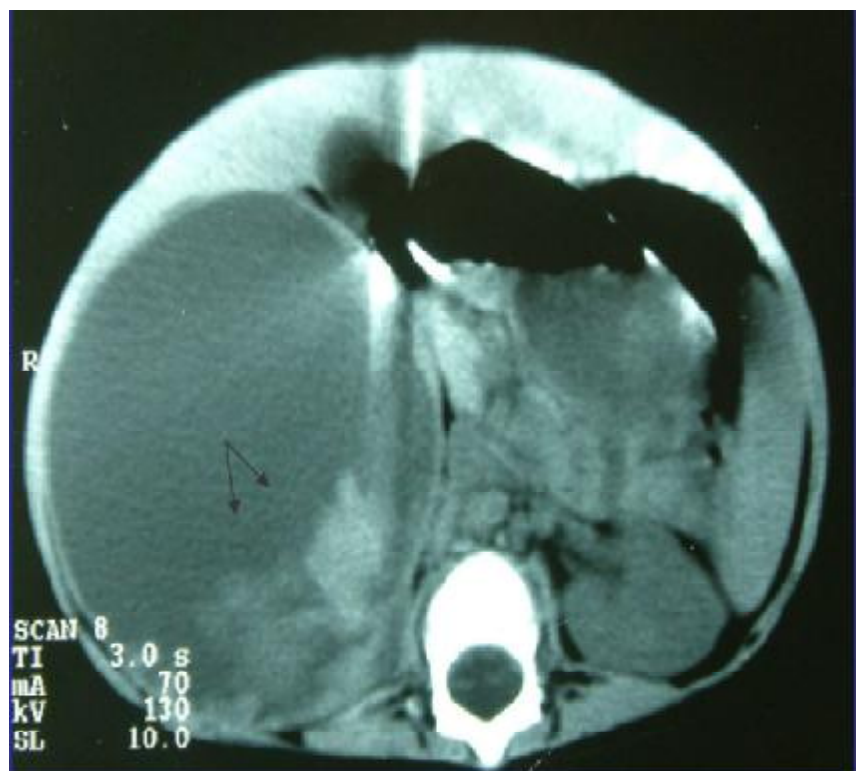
TDM d'un patient présentant le néphroblastome kystique montrant une masse kystique entourée par une capsule et contenant des végétations (flèches noires) et quelques cloisons (flèche blanche).
